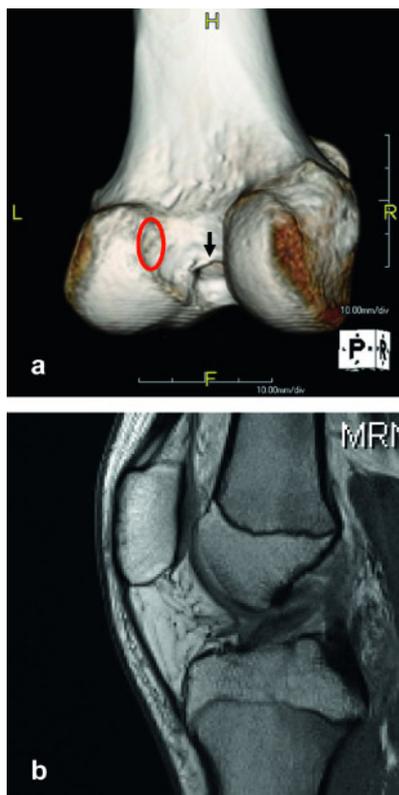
a) Dreidimensionale Rekonstruktion einer Computertomographie (CT). Die CT ist eine genaue Methode zur Beurteilung der Tunnelposition und der Tunnelweite. Diese Abbildung zeigt eine völlig falsche Position des femoralen Tunnels im anterioren Anteil hoch in der Fossa intercondylaris (Pfeil). In einem solchen Fall kann femoral bei der Revision einzeitig vorgegangen werden. Der neue Tunnel kann am vorhandenen Tunnel vorbeiplaziert werden (roter Kreis). b) MRT einer proximalen VKB-Ruptur.
